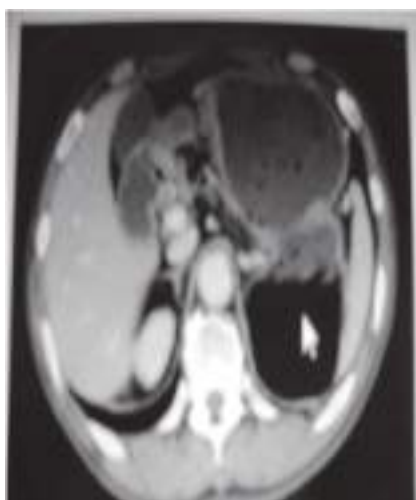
КТ: рак проксимального отдела желудка. Метастазы вдоль малой кривизны желудка плохо дифференцируются.
